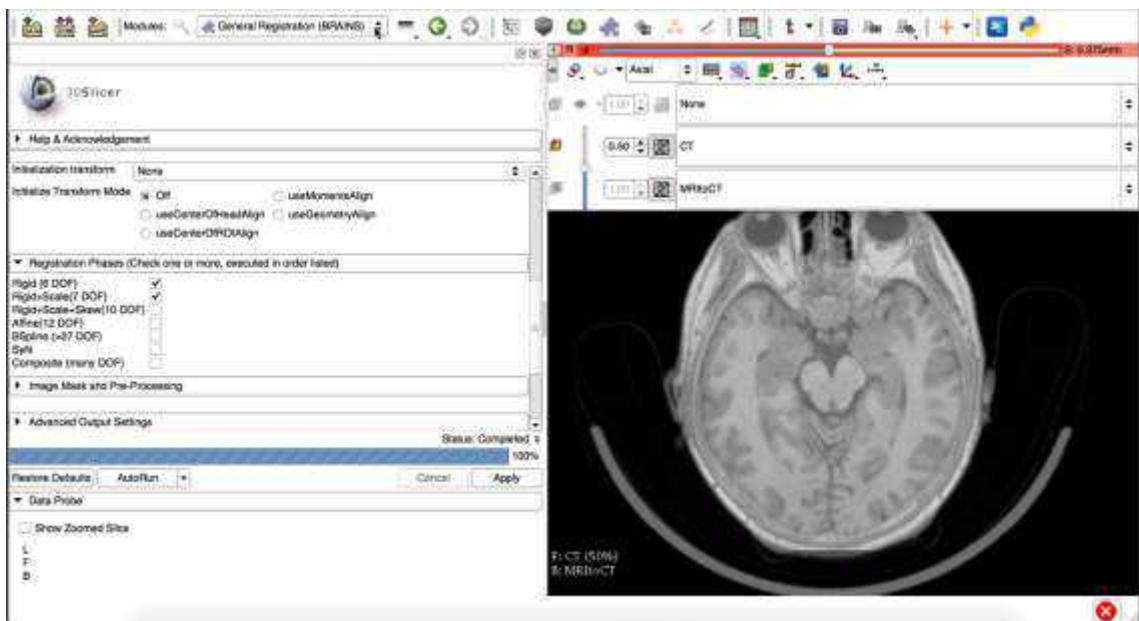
Спостереження №17. Пацієнт С-ук, 21 рік, історія хвороби № 132230. Зображення поєднаних знімків МСКТ та МРТ
